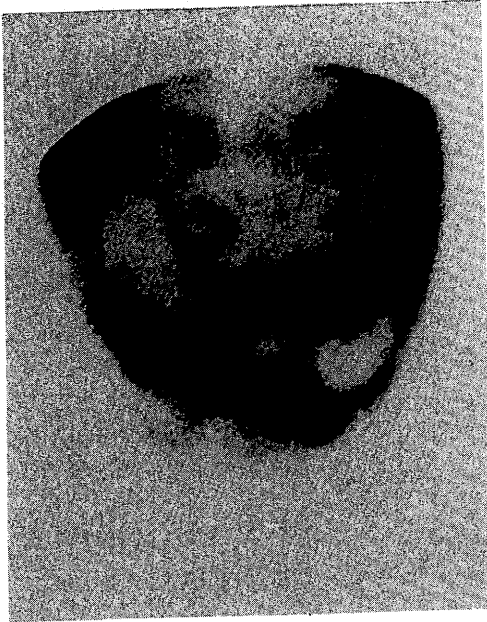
Peritoneal scintigraphy 10 minutes after the instillation of $^{99m}\text{Tc-Sn}$ colloid into the peritoneum. Linear tracer activity was found in the right inguinal region.
